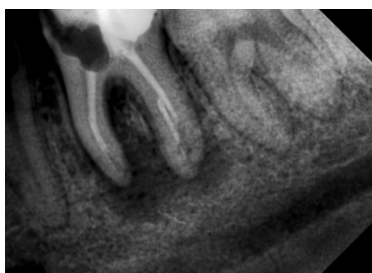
Рентгенконтроль obturation корневых каналов зуба 36.
